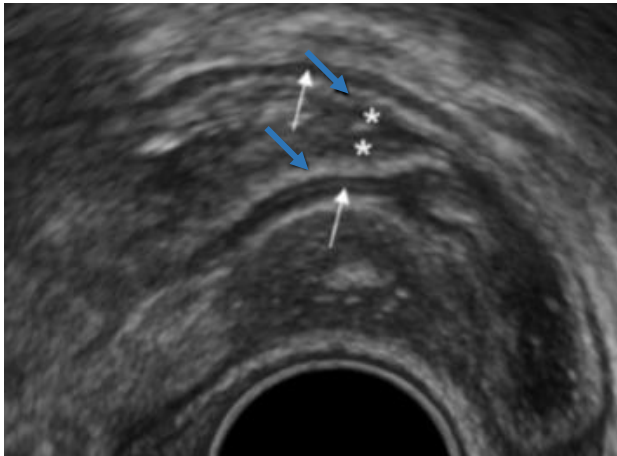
Image échographique d'une paroi digestive normale, en coupe : on visualise de dehors en dedans : la séreuse hyperechogène, la musculature hypoéchogène (flèches blanches), la sous muqueuse hyperéchogène (flèches bleues) et la muqueuse hypoéchogène (étoiles) [23].
